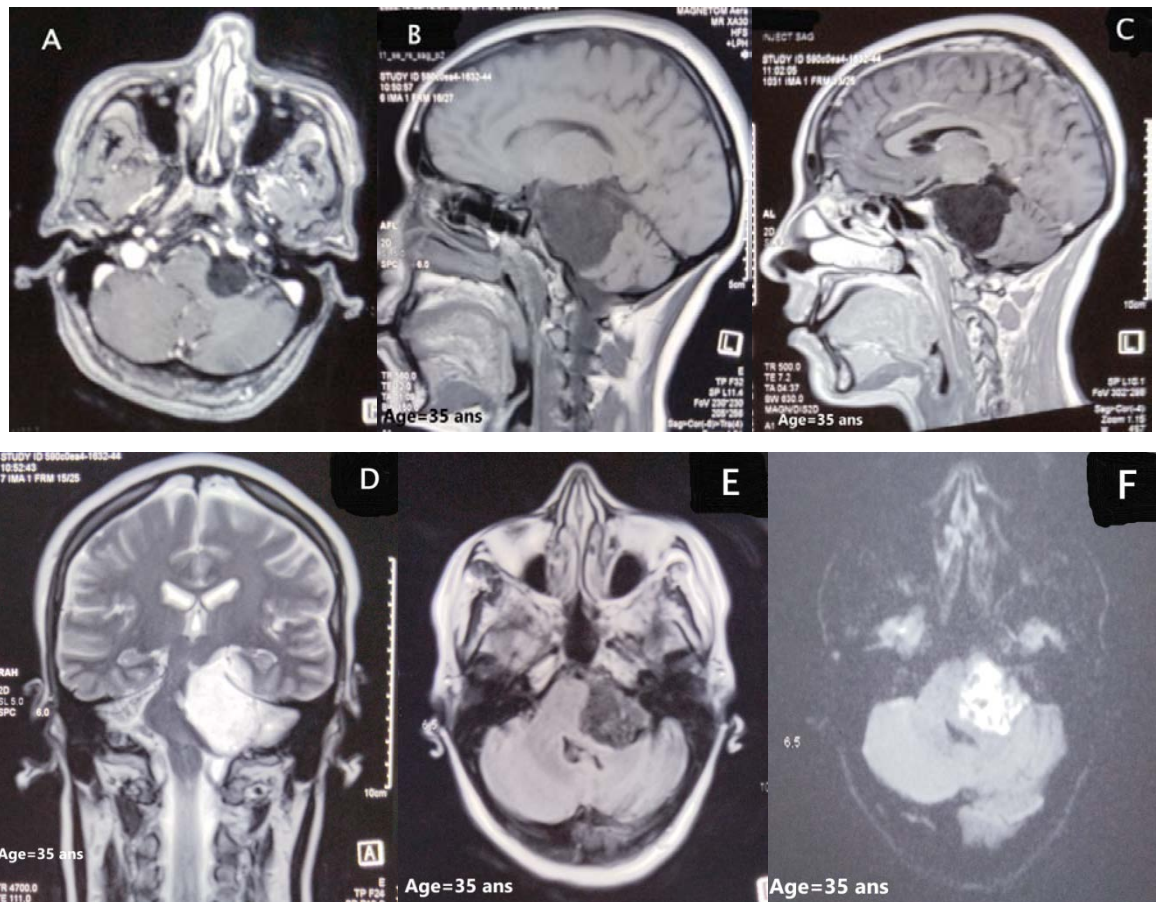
IRM en coupe axiale (A) et sagittale (B) en T1 non injectée, en coupe sagittale T1 injectée (C), en coupe coronale T2 (D) , en coupe axiale séquence FLAIR (E) et séquence de diffusion (F) :
